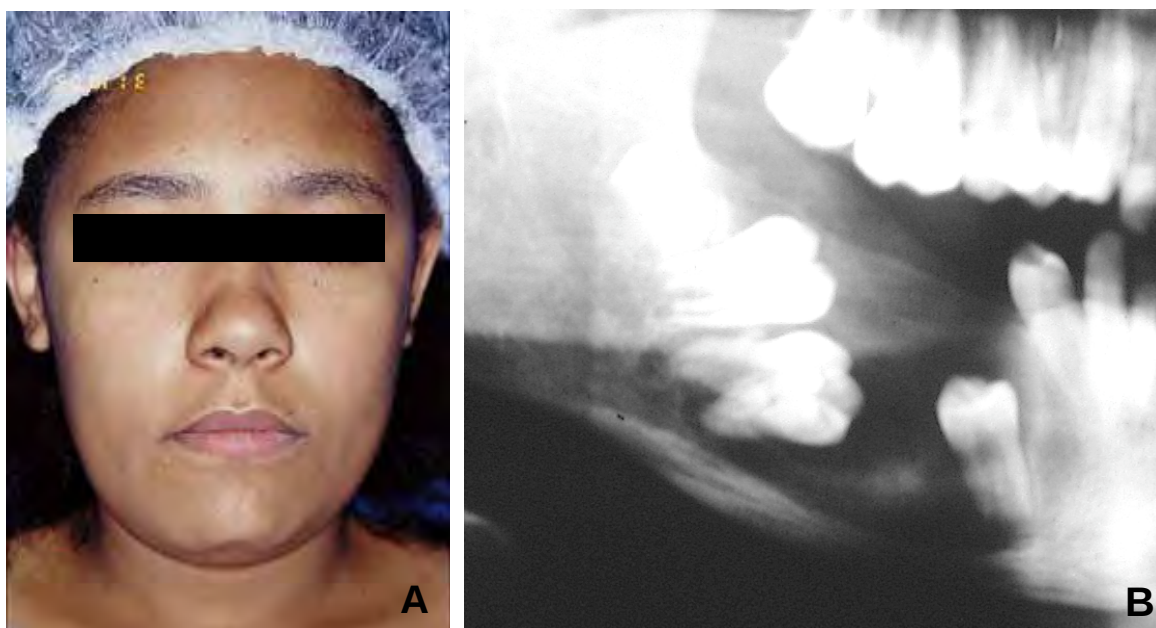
A. Após 6 meses de decompressão, paciente mostrou regressão da tumefação facial direita. B. Radiografia panorâmica mostrou diminuição do tamanho da lesão e migração dos dentes 45 e 46 para nível mais alveolar
